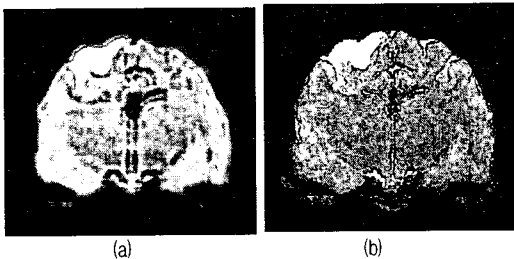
(a) Canny 연산자를 사용한 DWI 뇌 영역의 경계, (b) 다항 워핑 알고리즘을 적용하여 T2WI와 DWI 간의 영상정합
